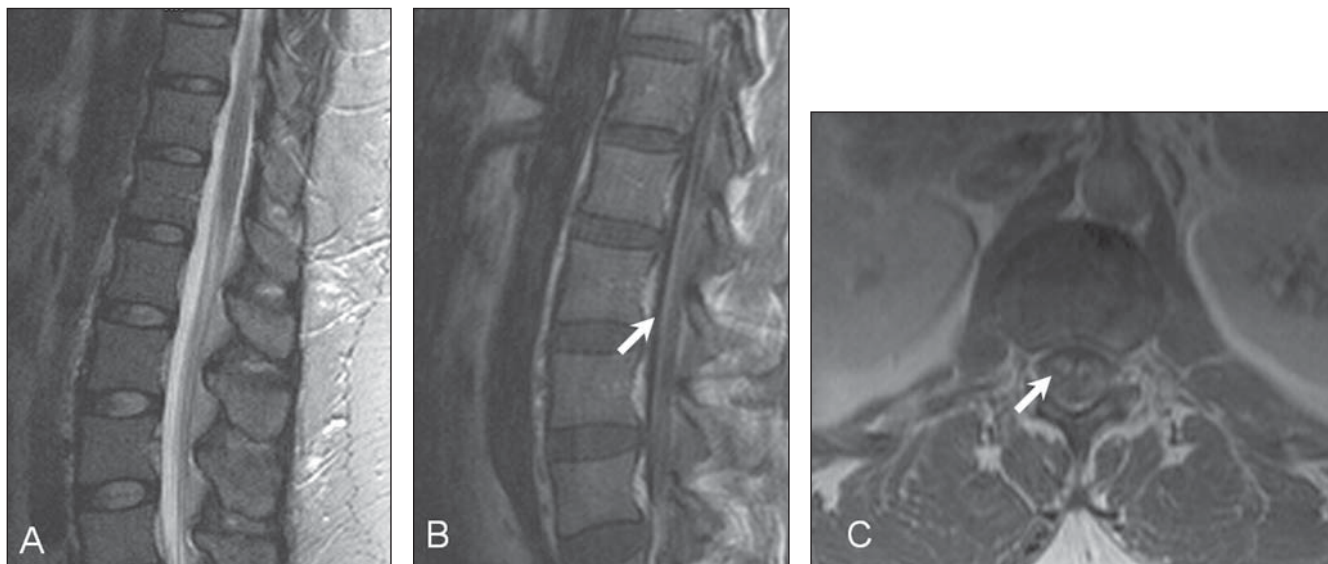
Estudo de RM em paciente com diagnóstico de neurosarcoidose mostra leve aumento do cone medular na sequência T2 sagital (A), sem alteração de sinal central, com realce pial e radicular pós-contraste (setas em B e C).
